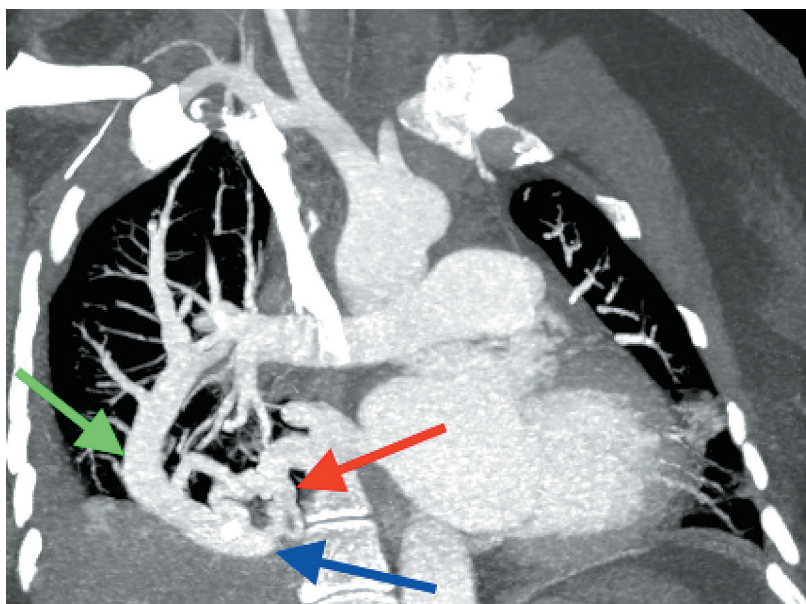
МСКТ-ангиография после операции, МIP-реконструкция.
